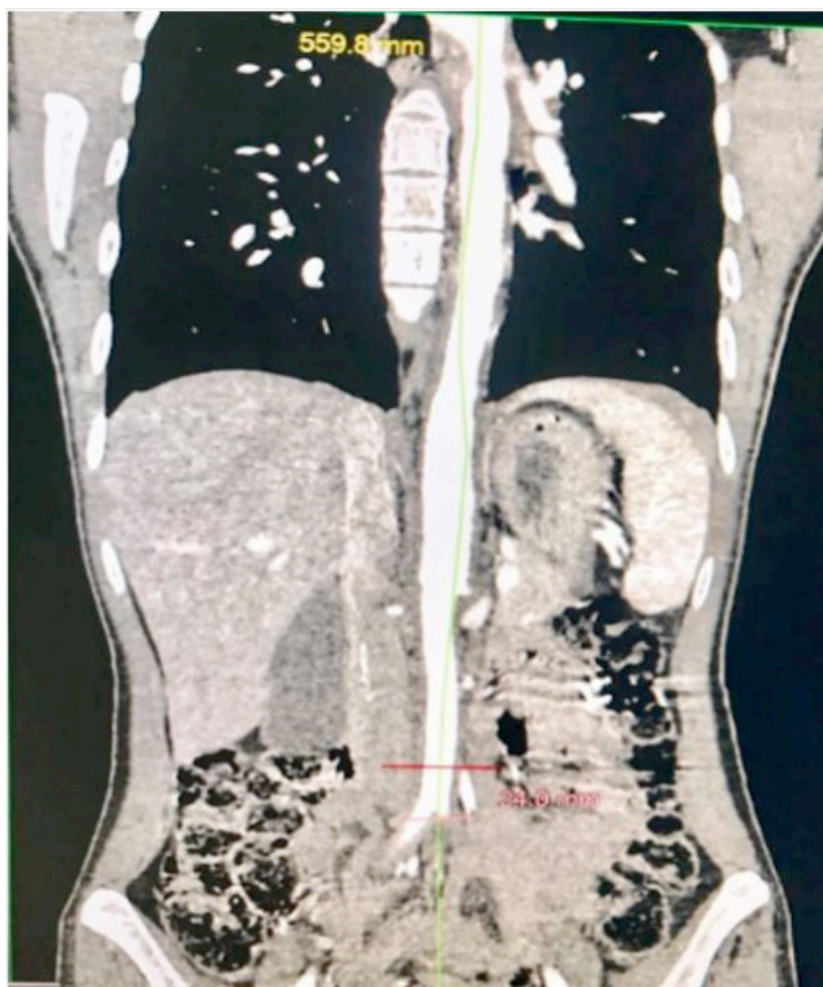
Angioressonância torácica e abdominal. Apresentando aumento da artéria aorta
